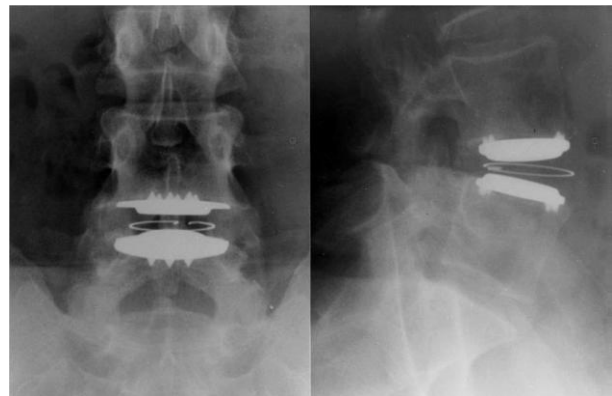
SB Charité III Bandscheibenprothese L4/L5, a) a.p. Röntgenbild b) laterales Röntgenbild (Zeegers et al. 1999, S. 211)
